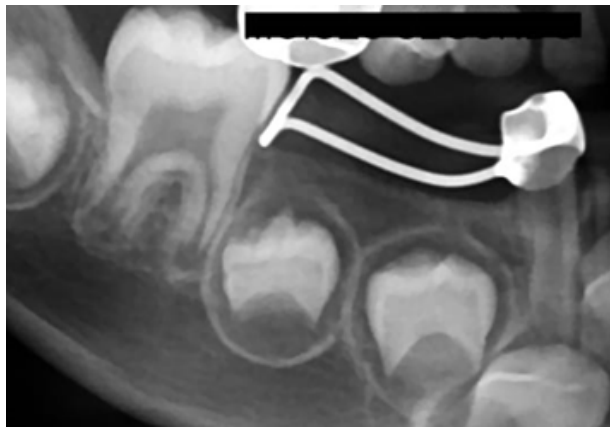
Radiografía dentoalveolar de seguimiento de canino, no se observan imágenes correspondientes a reabsorción radicular del canino.
